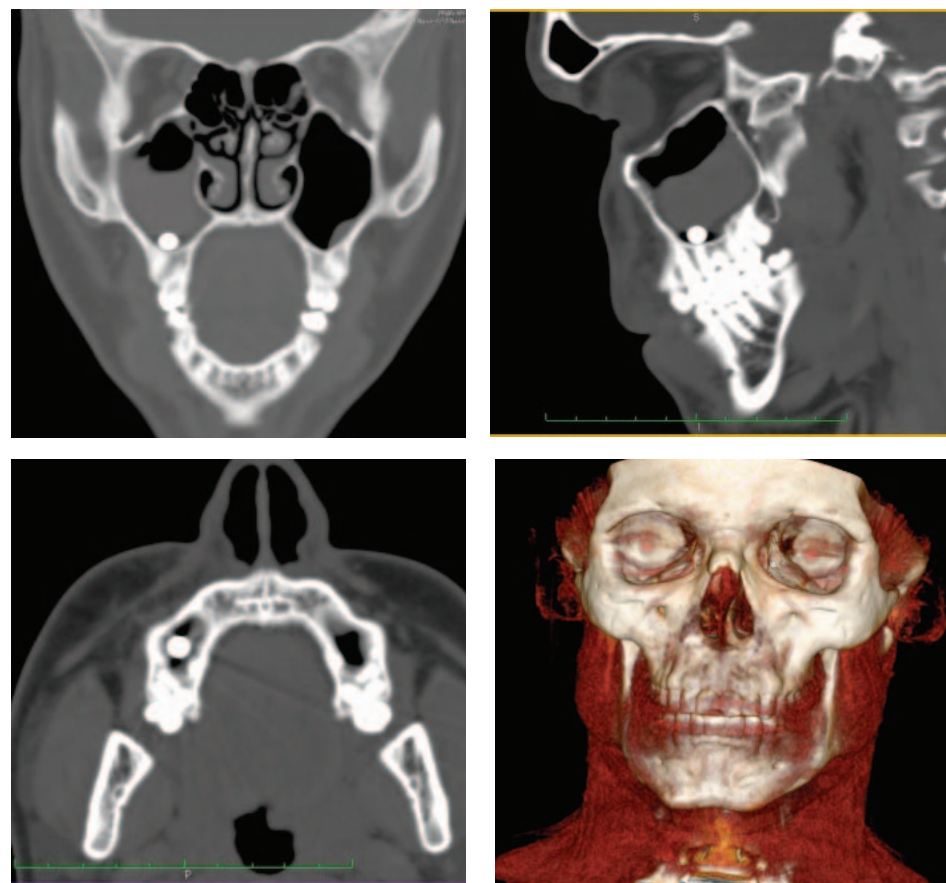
КТ пациента Ф., 19 лет
